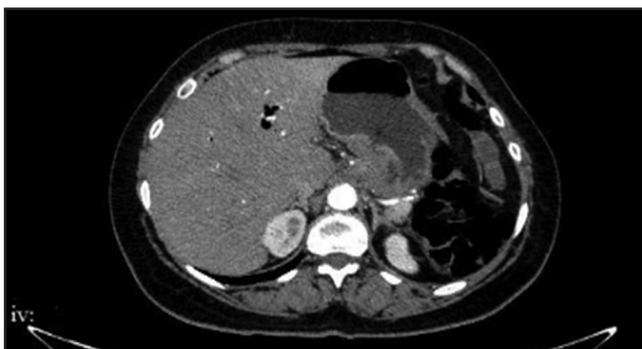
МСКТ-изображение глубокого язвенного дефекта в стенке желудка, артериальная фаза исследования.
